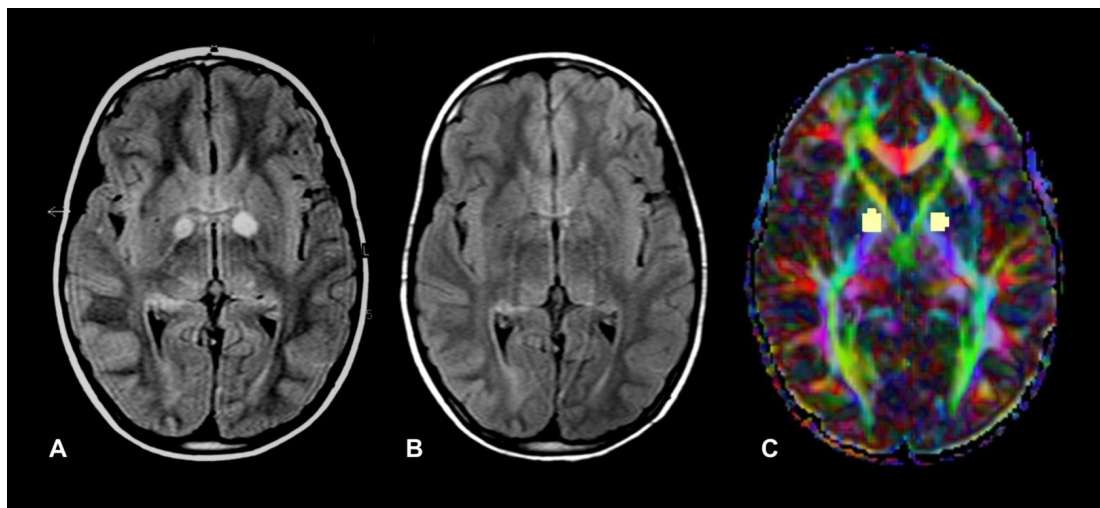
An 7 year old girl with NF1. (A) Axial T2-weighted MRI across the globus pallidus showing UBOs. (B) Follow-up MRI after 3 years showing disappears of UBOs and (C) color-encoded FA maps with circular regions of interest in the same region as UBOs.
